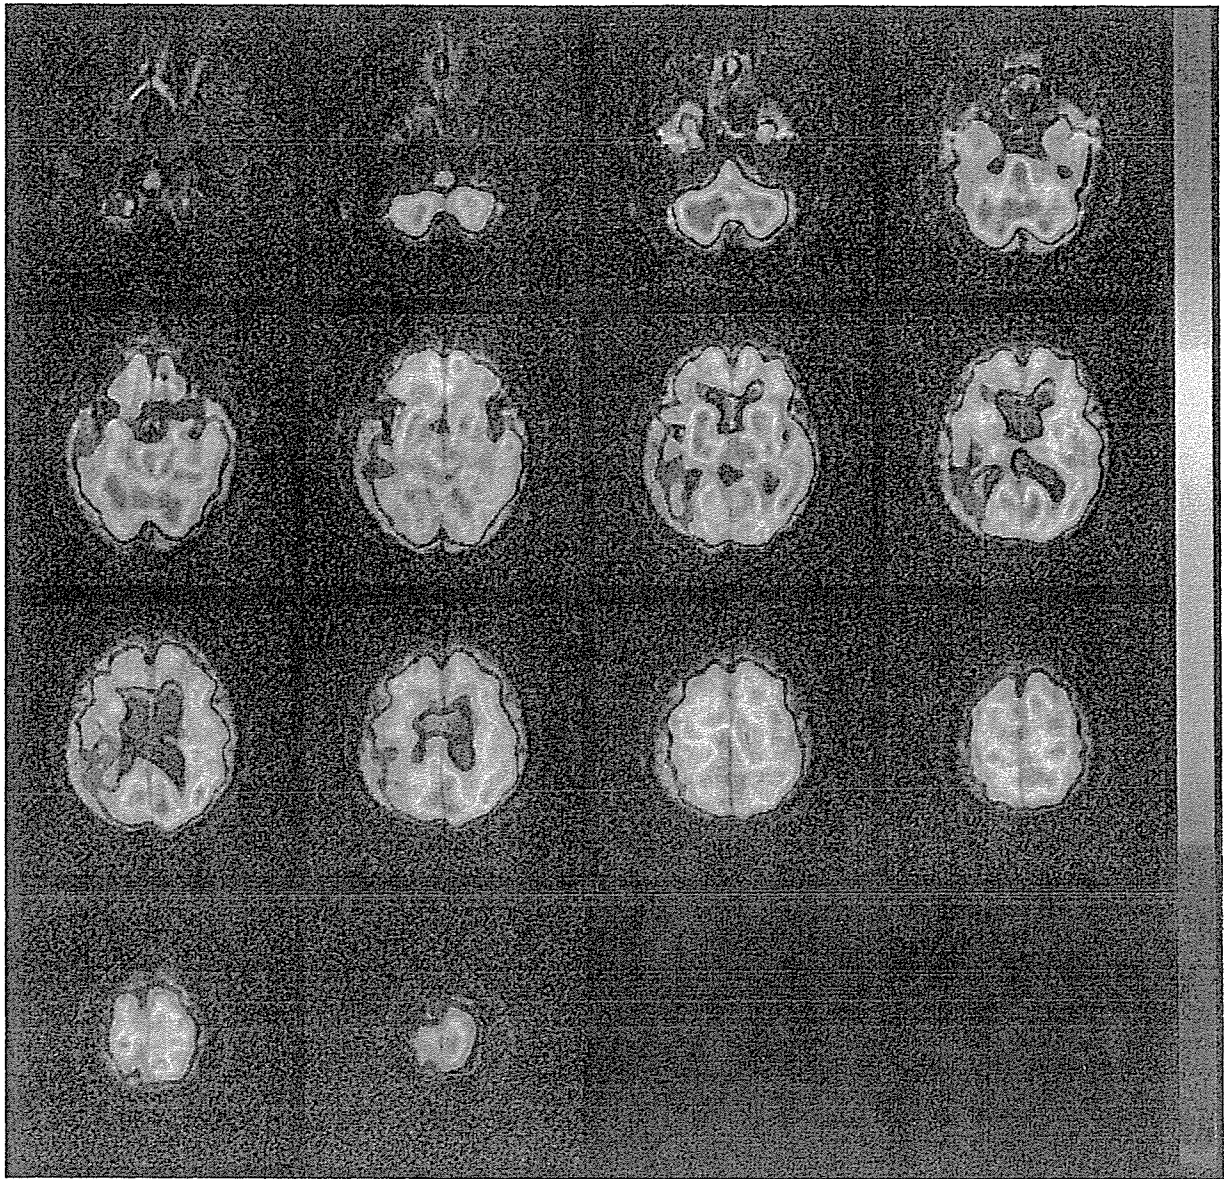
Fusion 画像 (DWI & SPECT) による penumbra の描出血行再建の適応例
